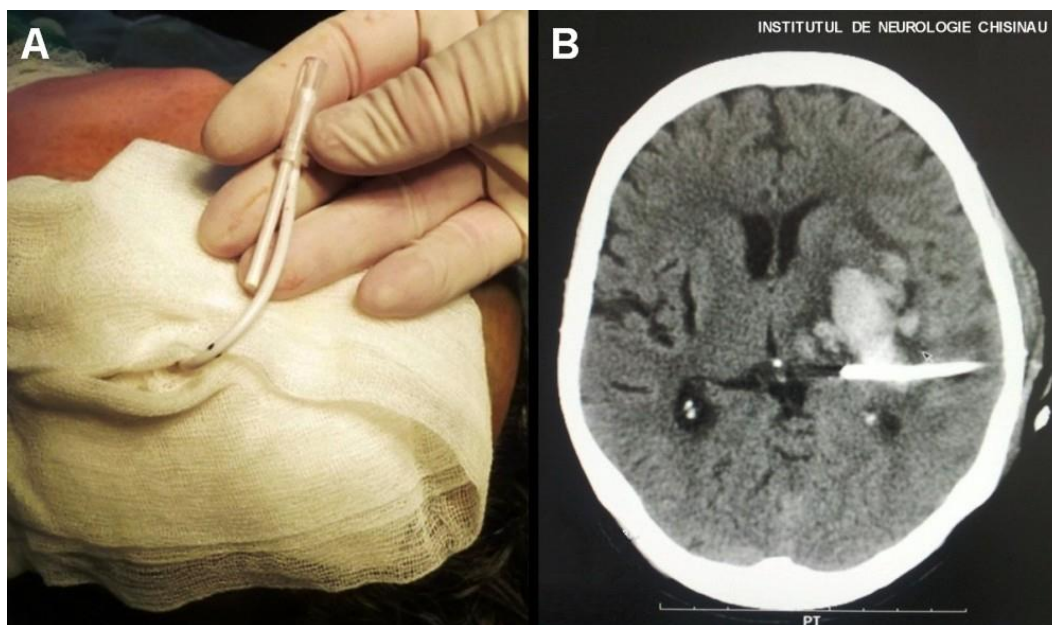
Corectarea poziționării cateterului prin metoda extragerii sau adâncirii parțiale (A) în funcție de datele obținute la CT cerebral de control (B).
